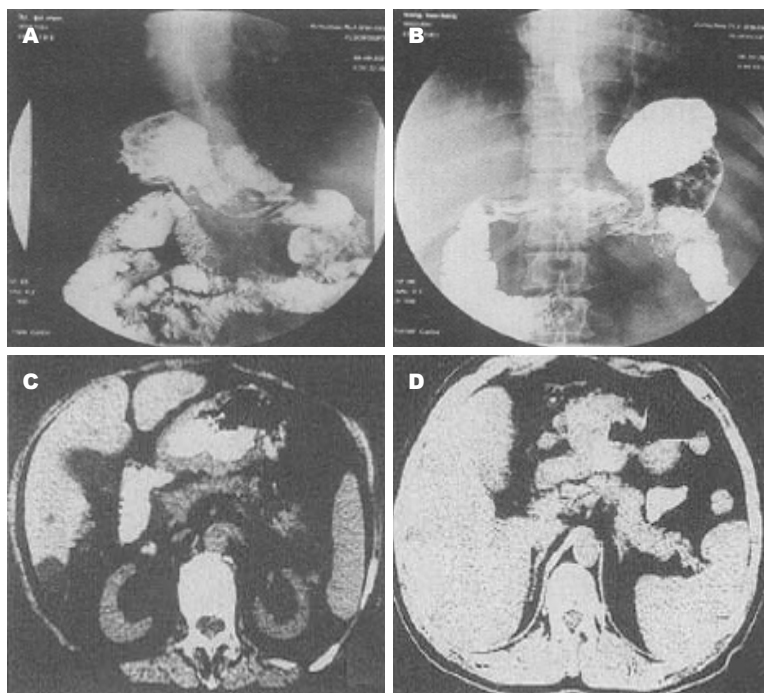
数字胃肠造影与CT扫描. A: 数字胃肠造影显示: 胃小弯处黏膜破坏, 并见环堤、溃疡; 胃窦部狭窄, 蠕动消失; B: CT扫描显示胃角: 胃角切迹处有一肿块, 胃壁厚, 胃腔缩小, 伴有肝转移; C: 数字胃肠造影诊断显示: 胃体及胃窦黏膜破坏, 并见环堤、溃疡; D: CT扫描: 胃体及胃窦部不规则软组织肿块; 胃壁增厚, 腹腔、腹膜后未见肿大淋巴结。
